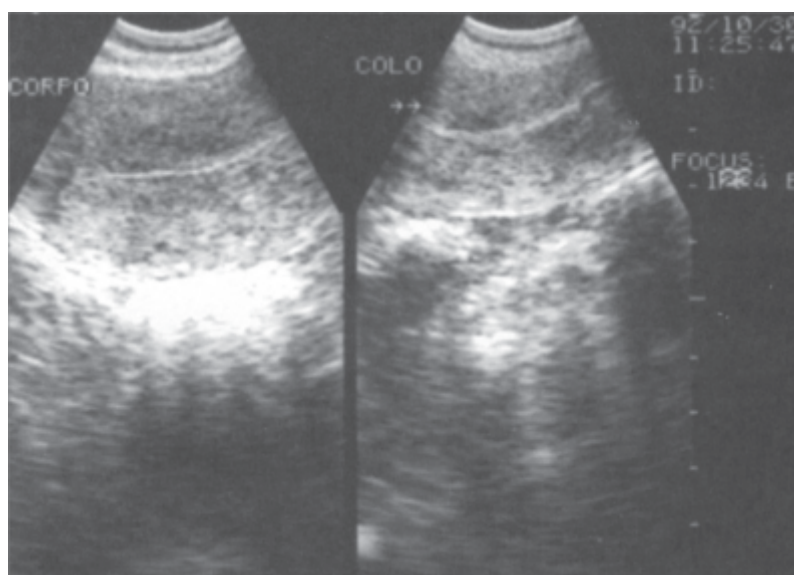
Ultrassonografia transvaginal observando o corpo e o colo uterino; a linha ecogênica central corresponde ao endométrio.
